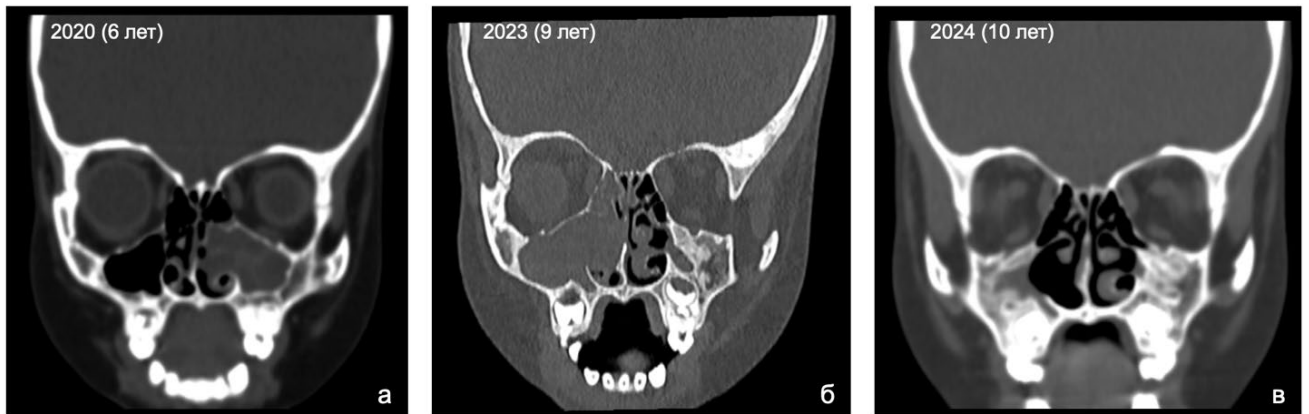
КТ-динамика послеоперационной костно-фиброзной облитерации ВЧП у ребенка с МВ (коронарные проекции): (а) инициальная КТ ОНП в возрасте 6 лет; (б) КТ ОНП через 3 года после операции на левых ОНП (возраст 9 лет); (в) через год после операции на правых ОНП (возраст 10 лет)
